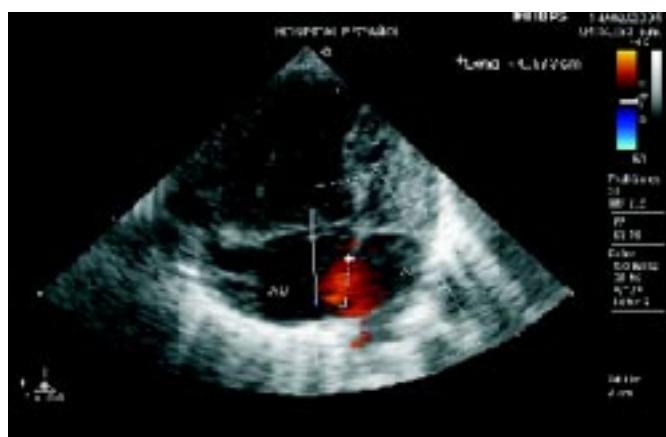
Ultrasonografía cardiaca.
